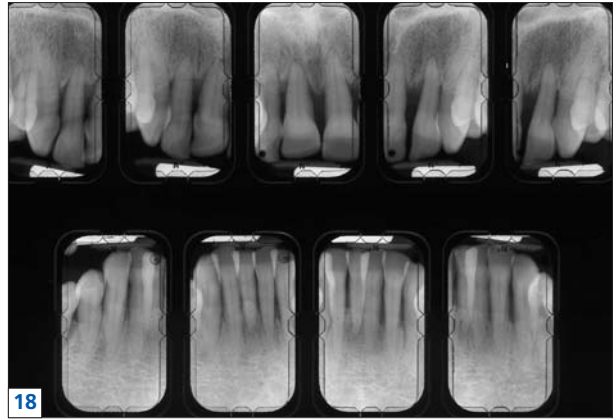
à 22. Patiente de 50 ans souffrant de parodontite chronique très sévère avec malpositions incisives mandibulaires, maxillaires et ouverture de diastèmes. Vue antérieure (fig. 17). Vues latérales (fig. 19 et 20). Radiographies du secteur antérieur avec alvéolyse horizontale maxillaire et mandibulaire intéressant les quatre cinquièmes de la hauteur radiculaire (fig. 18). Radiographies des secteurs postérieurs avec alvéolyse horizontale et interradiculaire sévère (fig. 21 et 22).
